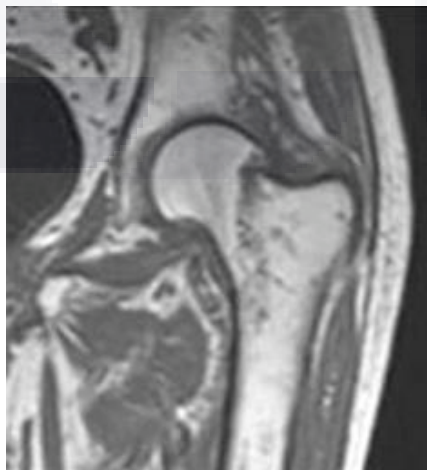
Resonancia magnética de cadera izquierda donde se observa una fractura del cuello femoral. Fuente (Elaboración propia)
